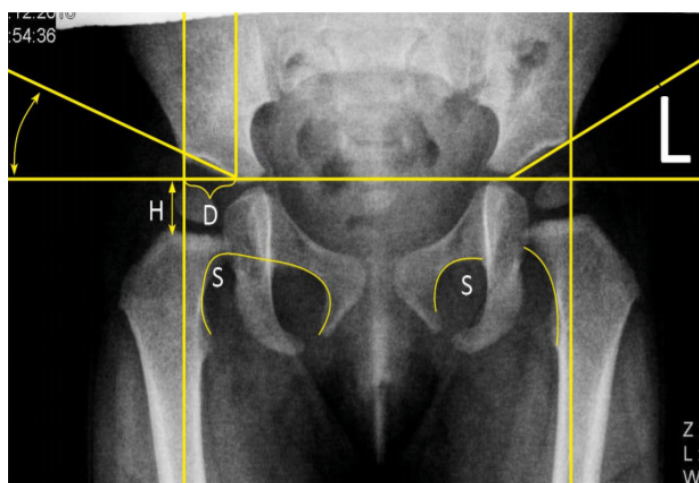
Приклади дослідження дисплазії кульшового суглоба на рентгенівському зображенні
